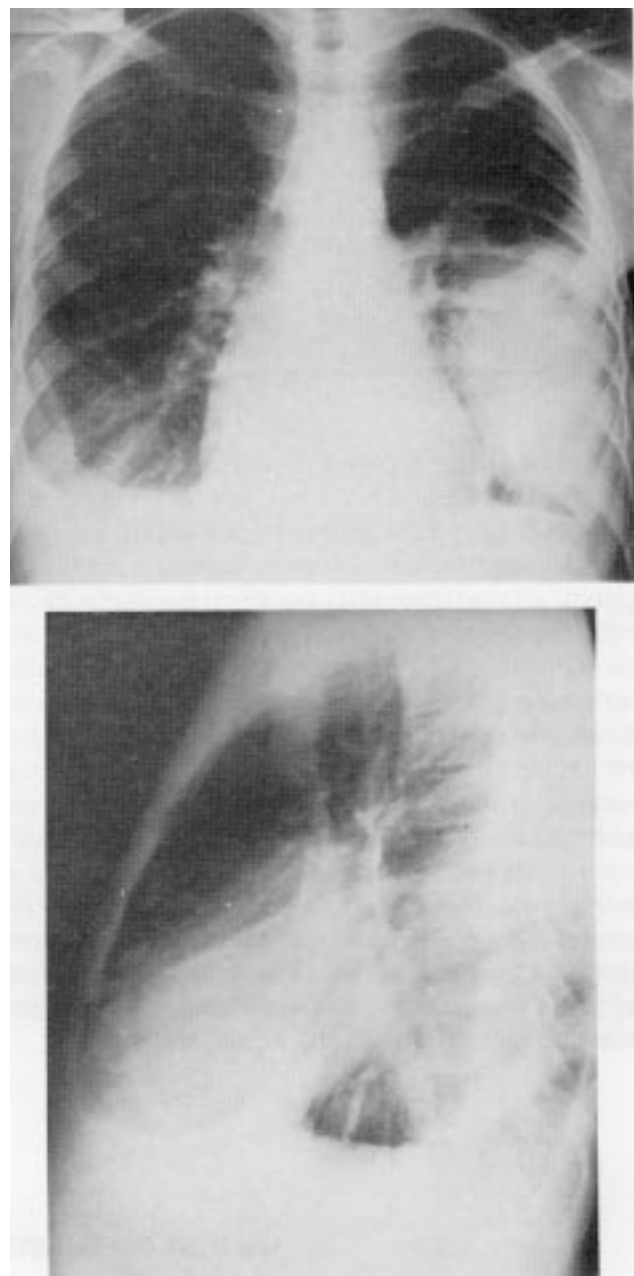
Radiografia de tórax pré-operatória. (A) Projeção pósterioanterior; (B) projeção em perfil esquerdo com esôfago contrastado. Observa-se derrame pleural direito e esquerdo, este com pneumotórax residual encistado pós-derenagem e espessamento pleural esquerdo apreciável; mediastino superior alargado à direita em decorrência da estase venosa da veia cava superior; calcificação pericárdica, principalmente no sulco atrioventricular, mais bem vista em perfil.
